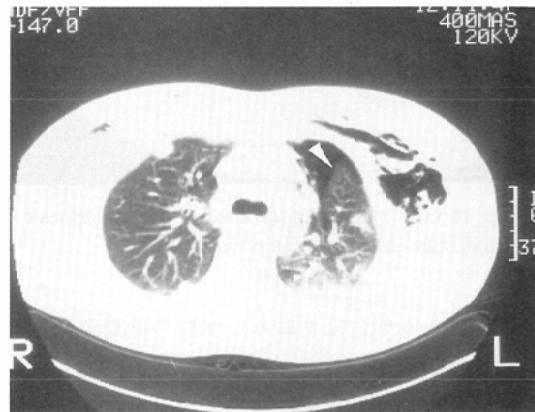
CT scan reveals anteromedial pneumothorax clearly (arrow head).
